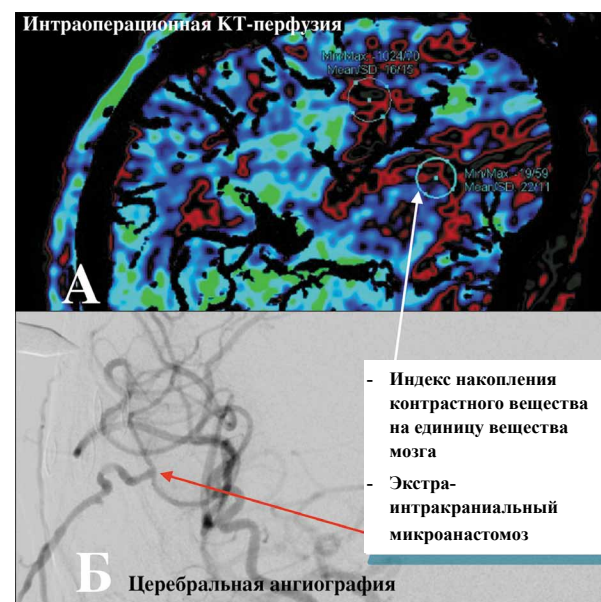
Интраоперационная нейровизуализация при ЭИКМА. А – интраоперационная КТ-перфузия; Б – интраоперационная церебральная ангиография.
